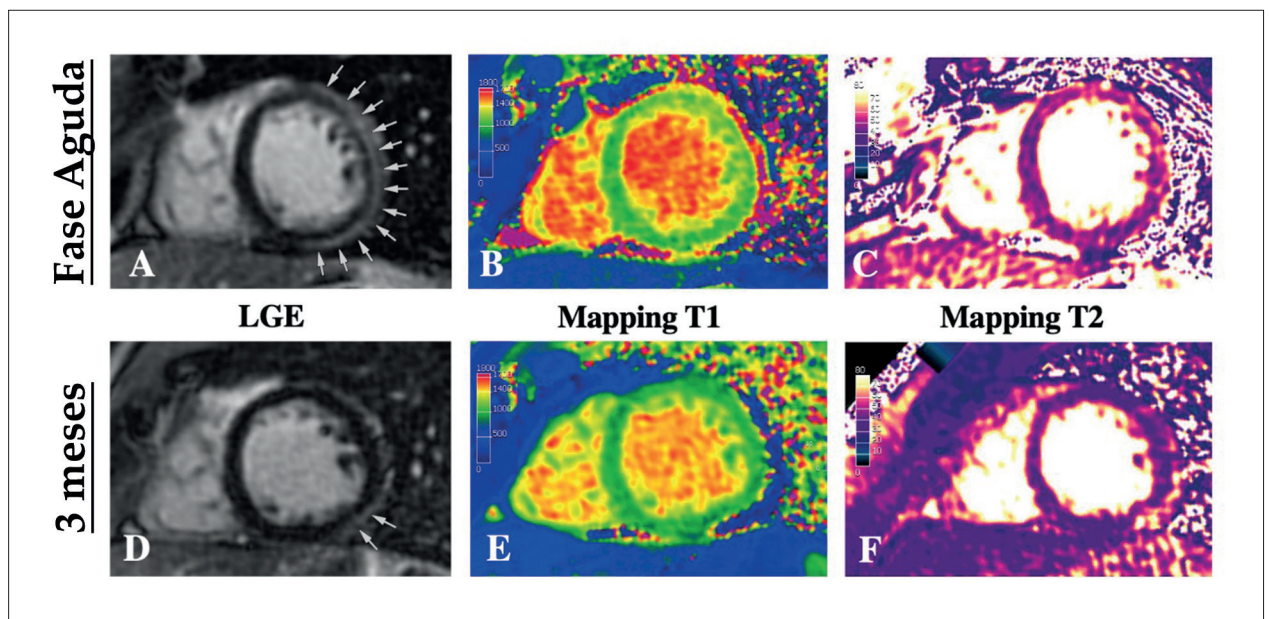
Ressonância magnética cardíaca (RMC) na hospitalização demonstrando realce tardio de gadolínio subepicárdico nas paredes médio-anterior, lateral e inferior (figura 2A), e aumento de T1 (figura 2B) e T2 (figura 2C) nativos. A RMC aos 3 meses de seguimento revelou melhora no padrão subepicárdico de realce tardio de gadolínio (figura 2D) e normalização do T1 (figura 2E) e T2 (figura 2F) nativos.
